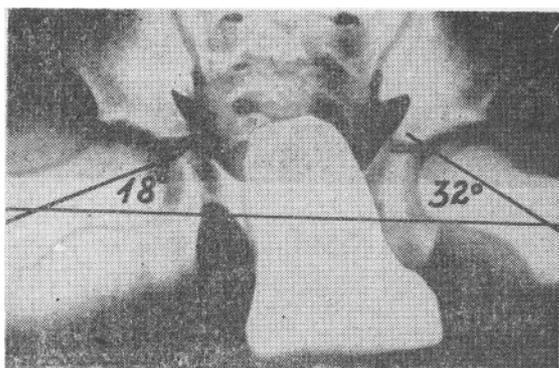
Аксиальная рентгенограмма тазобедренных суставов при левосторонней
